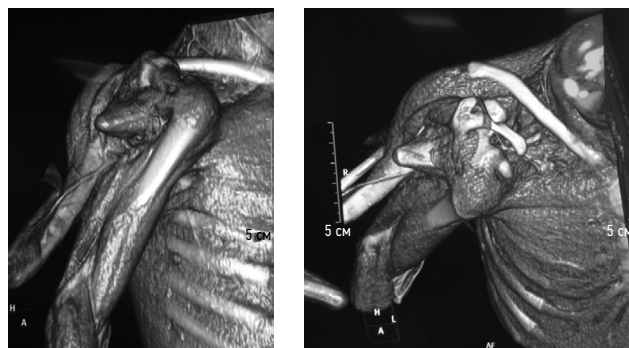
Данные мультиспиральной компьютерной томографии с контрастированием сосудов
